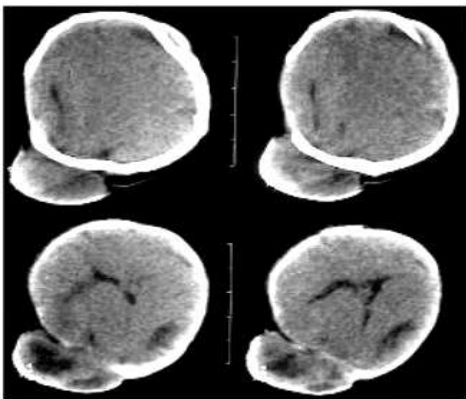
TC de crânio. Tecido apresentando falhas nos ossos temporais e parietais. Encefalocele parieto-occipital, anatomia ventricular distorcida.
